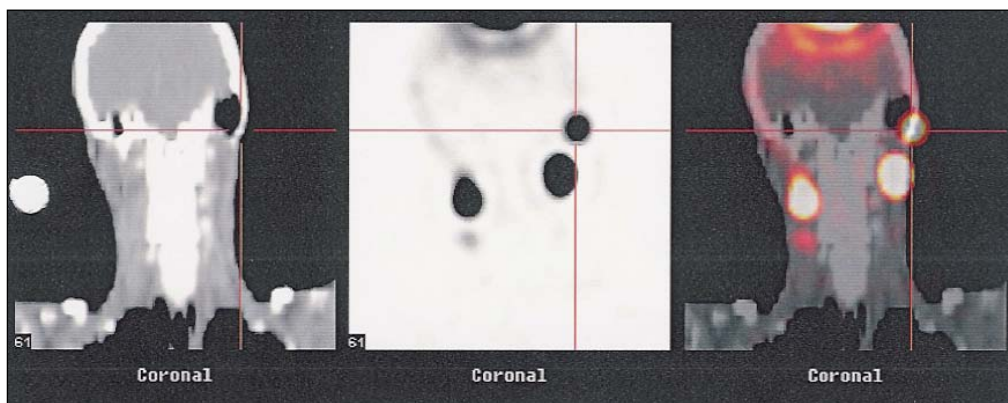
Beispiel einer SPECT-Untersuchung.
